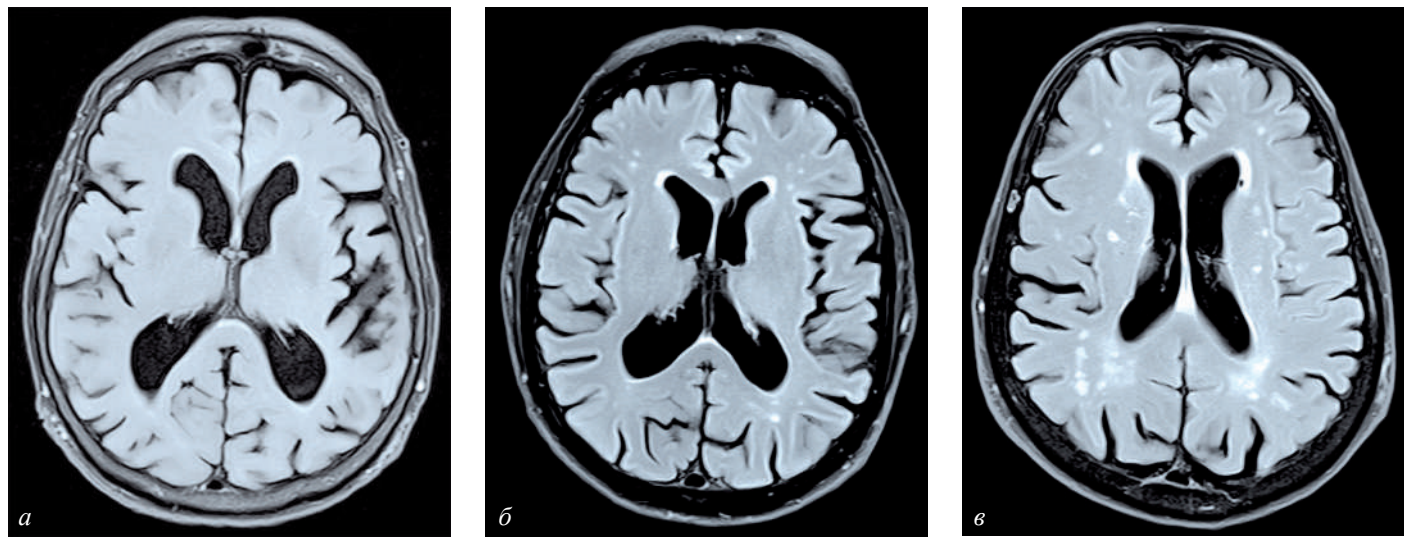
Изображения FLAIR-импульсной последовательности у пациентов с болезнью Альцгеймера с изолированным нейродегенеративным процессом и с церебральной микроангиопатией.
